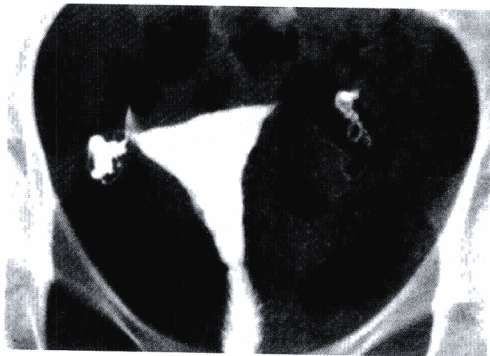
正常子宫X线片。注意由棕榈状皱襞和黏液腺导致宫颈管内壁呈不规则形态。构成子宫内腔的两个室由侧壁外形显示出来。
